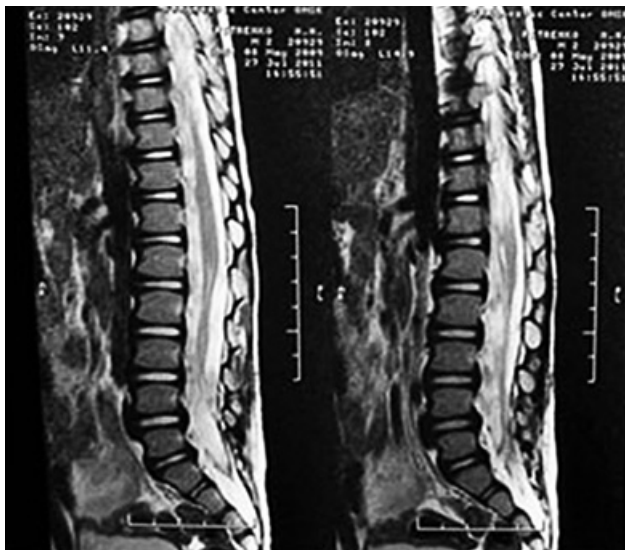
Результат МРТ-исследования пациента П. (контроль на 22-е сутки после наложения наружного дренажа)
